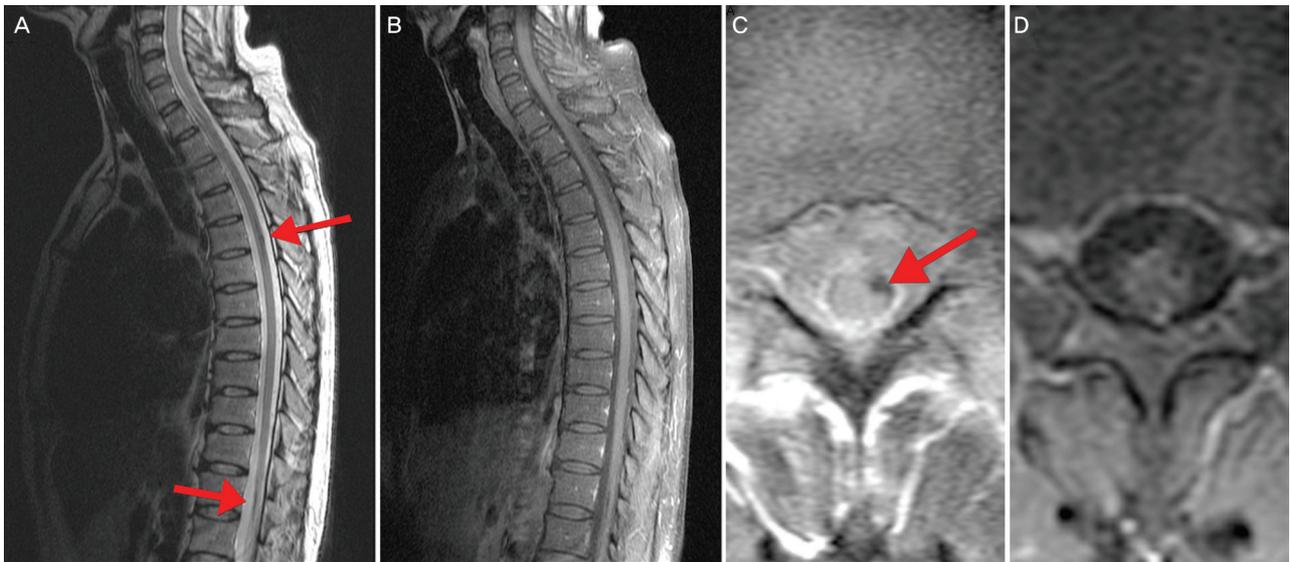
Sagittal T2-weighted Spine MRI (A) demonstrates hypointense cavernous hemangiomas (arrows) at the T5 and T12 levels. Axial image of T5 level (C) shows that the lesion is located in the left anterolateral region (arrow). Gadolinium enhancement images (B, D) show no enhancement.
